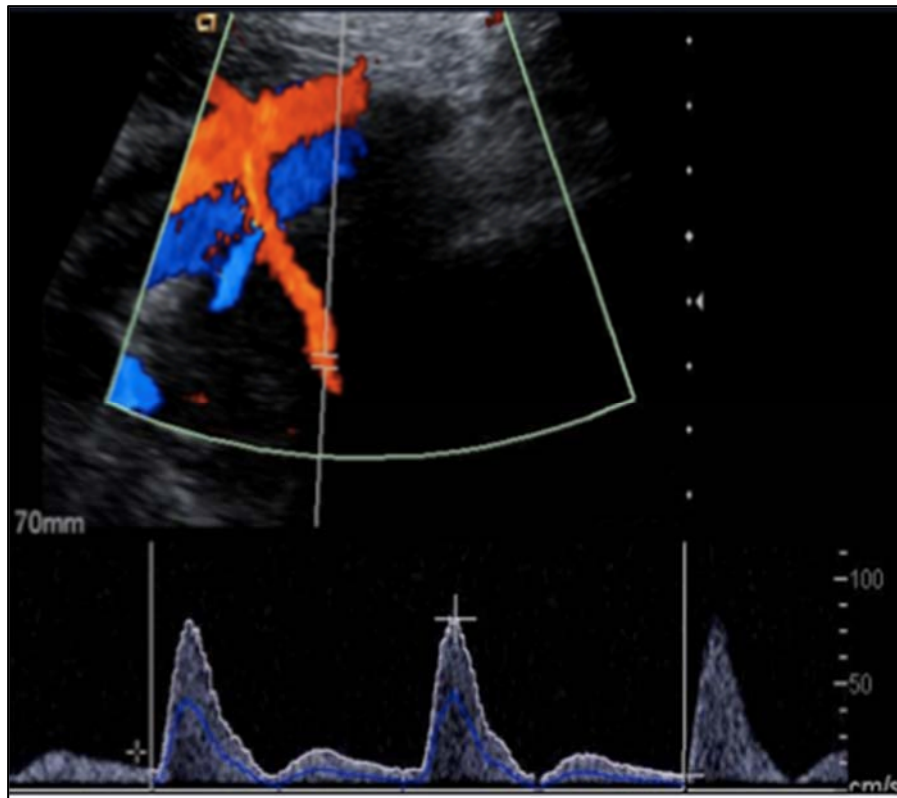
Doppler patológico de la arteria uterina, con índice de pulsatilidad mayor del percentil 95, y presencia de *notch*, o escotadura protodiastólica .
